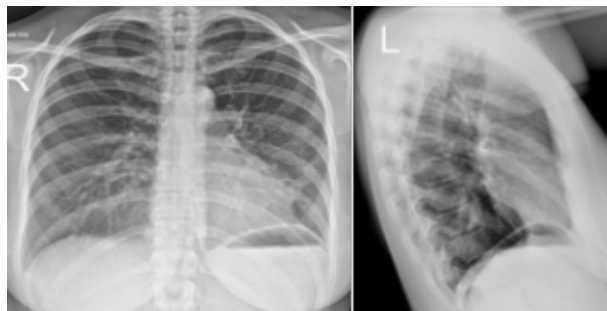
Radiografía tele de tórax y la lateral izquierda.
